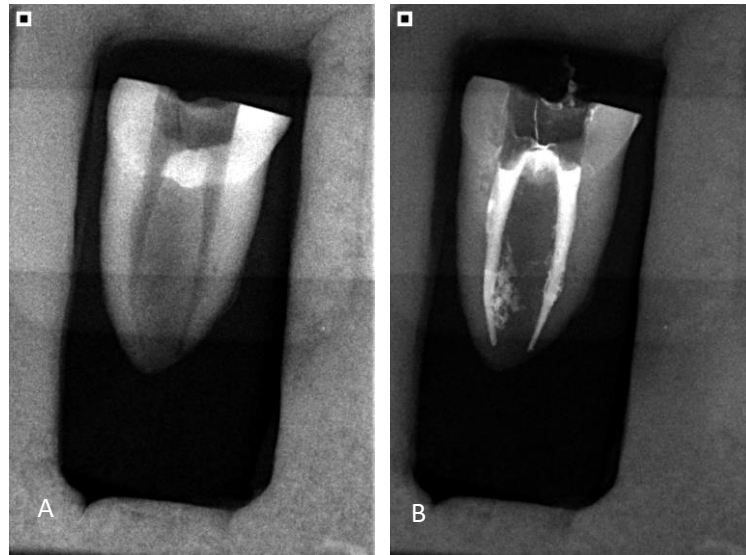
A – Radiografia periapical após instrumentação inicial. 4.B – radiografia periapical após obturação do sistema de canais radiculares
